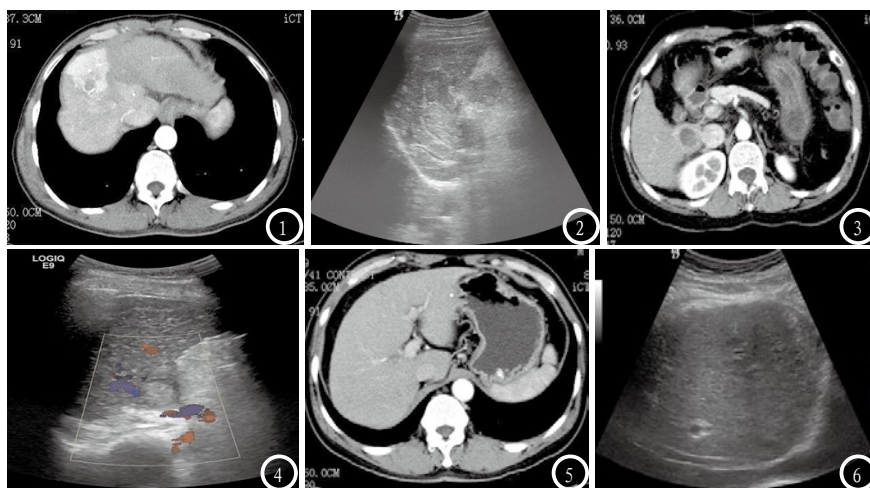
肝癌伴门静脉癌栓。图1: CT见肝脏形态不规则, 包膜不光整, 肝叶比例失调, 肝右叶见团状稍低密度, 动脉期不均匀强化, 延迟期密度降低。图2: 超声见肝包膜不完整, 肝实质回声不均, 可见增粗, 肝内见多枚低回声, 形态尚规则, 边界尚清晰, 呈弥散分布。图3-4 肝癌伴出血。图3: CT见肝脏形态不规则, 边缘欠规则, 肝右叶可见类圆形低密度影, 内见不规则稍高密度影, 动脉期不均匀强化, 边缘强化明显。图4: 超声见肝包膜不完整, 肝内血管走行欠清晰, 肝实质回声不均, 可见增粗, 肝右叶见稍高回声, 形态尚规则, 边界尚清晰, 周边见暗晕。图5-6 小肝癌。图5: CT见肝脏边缘欠规则, 呈网格状改变, 肝实质内见多枚小结节灶, 未见明显强化, 肝左叶见结节灶, 动脉期明显强化, 门脉期、延迟期强化降低。图6: 超声见肝包膜尚完整, 肝内血管走行清晰, 肝实质回声增粗, 欠均匀, 肝左叶见液性暗区, 后壁回声强化。
